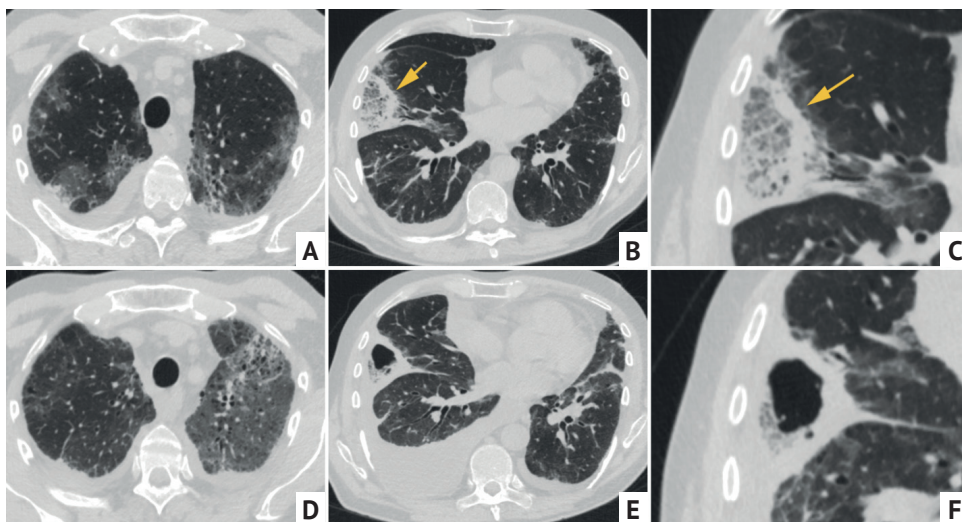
Пациент 65 лет с COVID-19 и тромбоэмболией легочной артерии, осложненной инфарктом в средней доле справа. Компьютерная томограмма органов грудной клетки в аксиальной проекции (A–C) от 15.10.2020 и 22.10.2020 (D–F) на соответствующих уровнях. В средней доле справа отчетливо видно уплотнение по типу симптома «обратного венца» (стрелки). Через неделю после первичного исследования в инфаркте появился распад, увеличился плевральный выпот. Очаги и иные полости не определяются
